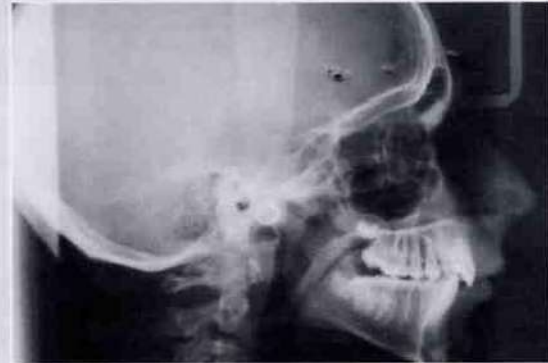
Teleradiografia iniziale del cranio in proiezione latero-laterale*
